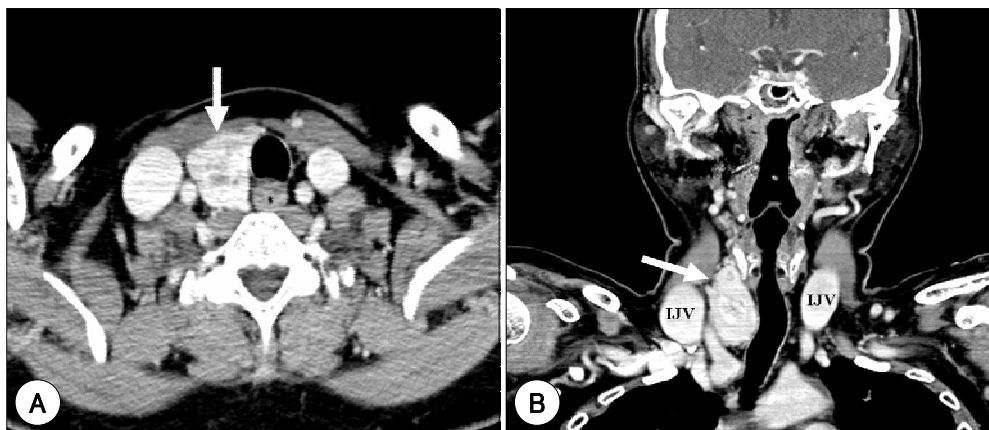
Computed tomography showing hemiagenesis of left thyroid and right-sided thyroid nodules (arrow). IJV : internal jugular vein.
